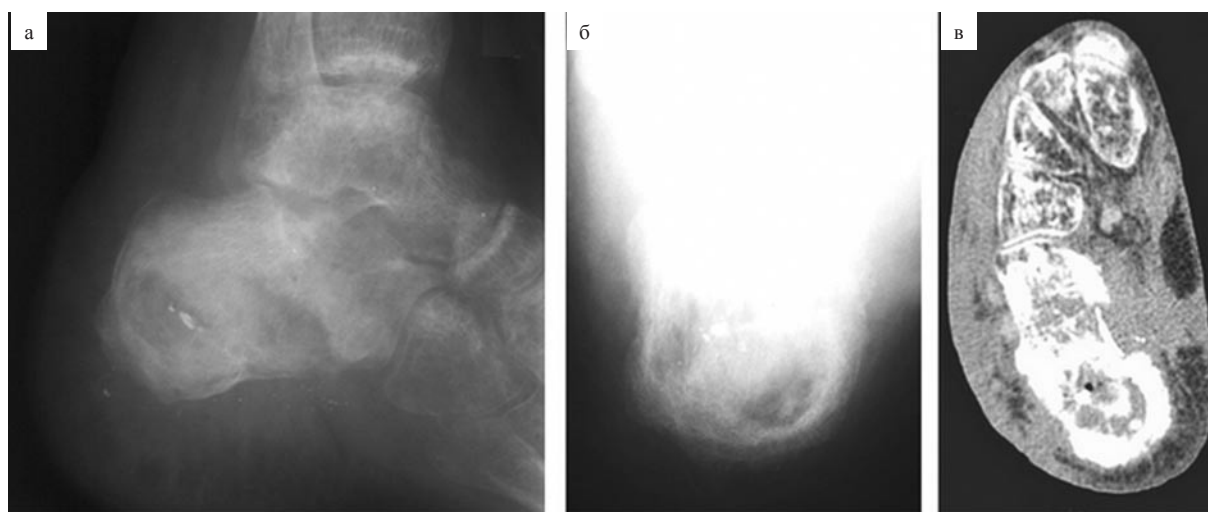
Боковая (а), аксиальная (б) рентгенограммы, плантарный МСКТ-срез пяточной кости (в) пациента В., 33 лет: видны остеомиелитическая полость и дефект костного вещества тела, фрагменты инородного тела (гвоздя)
